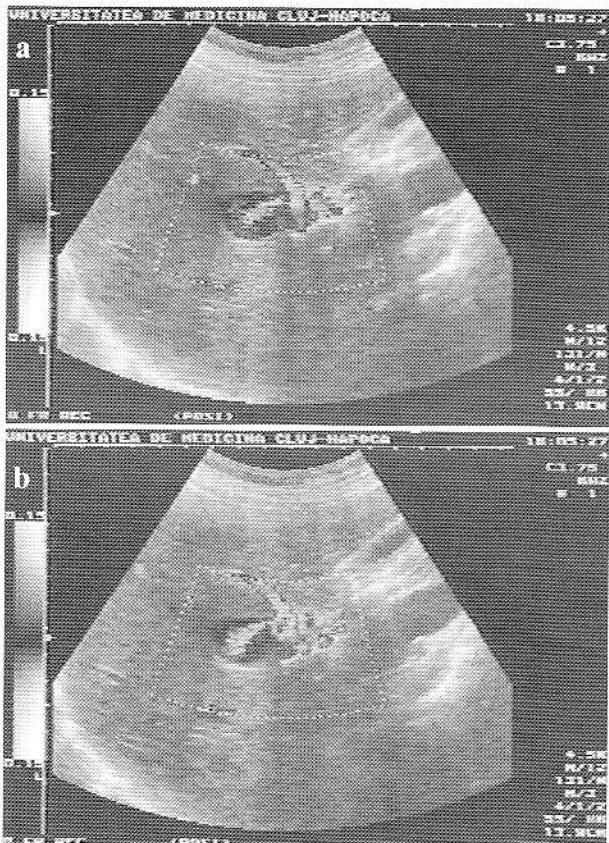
3ab. Examinarea formațiunii utilizând tehnică Doppler codificat color relevă comunicarea milimetrică cu o ramură a arterei hepatice drepte, cu realizarea unui jet arterial "de intrare".
